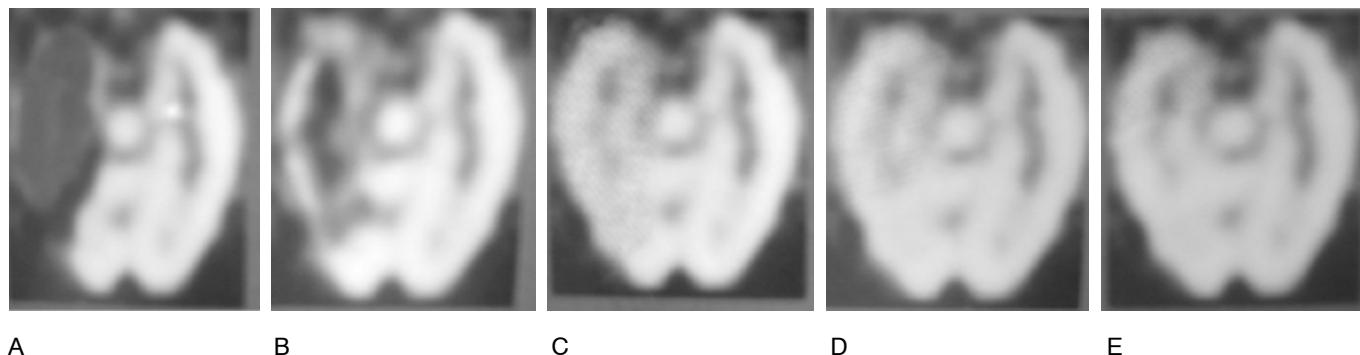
Cambios típicos del flujo sanguíneo en las crisis del lóbulo temporal. A. Ictal. B. Periposictal. C y D. Posictal tardío. E. Interictal. (Modificado de Mullan BP, O'Connor MK, Hung JC: *Single photon emission computed tomography brain imaging*. *Neurosurg Clin North Am* 7(4):643.)
